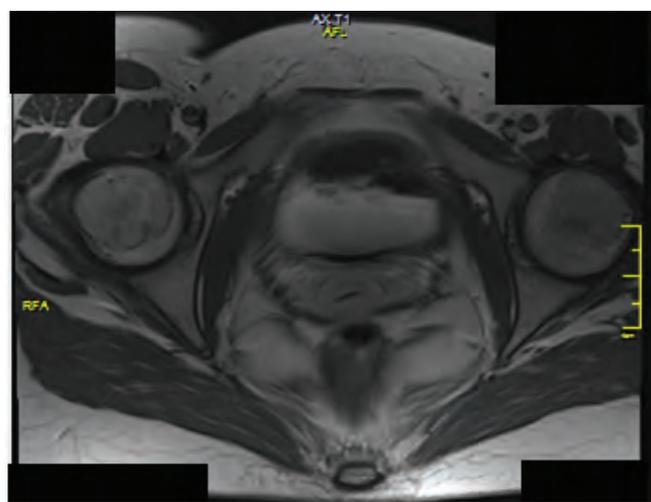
МРТ (после операции и 6 курсов ПХТ). На серии томограмм в дугласовом пространстве достоверных признаков остатков опухоли не определяется. Правый яичник обычно расположен. ЛУ забрюшинного пространства не увеличены. Свободной жидкости в области малого таза не определяется
